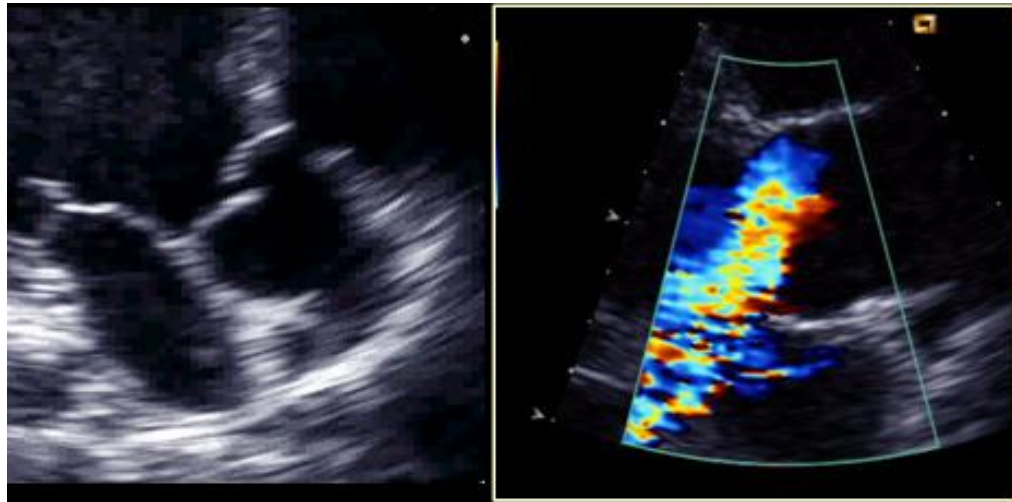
un caso de regurgitación aórtica severa por prolapso de valva fusionada. A la izquierda, imagen de eco bidimensional, corte longitudinal, mostrando el prolapso del velo anterior. A la derecha, el flujo de regurgitación con Doppler-color.
